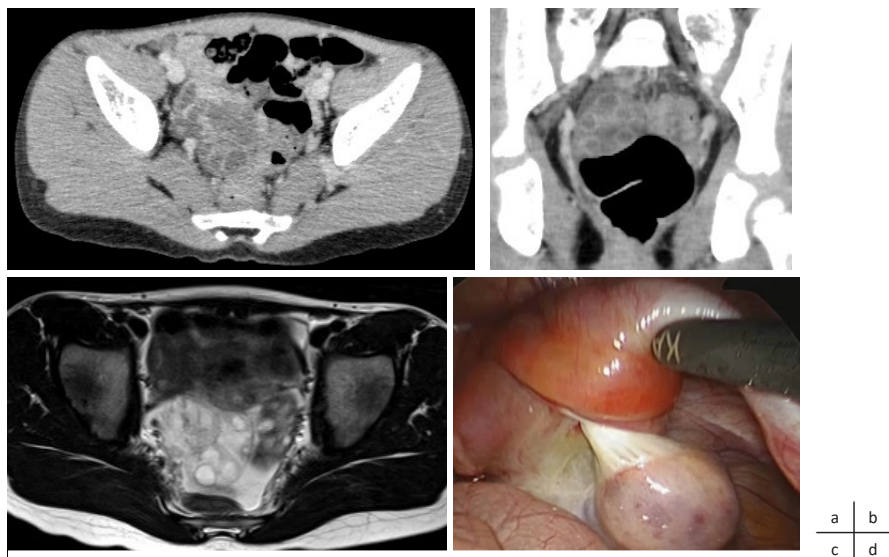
a. 腹部造影CT (水平断)：右卵巢は浮腫状に腫大していた。
